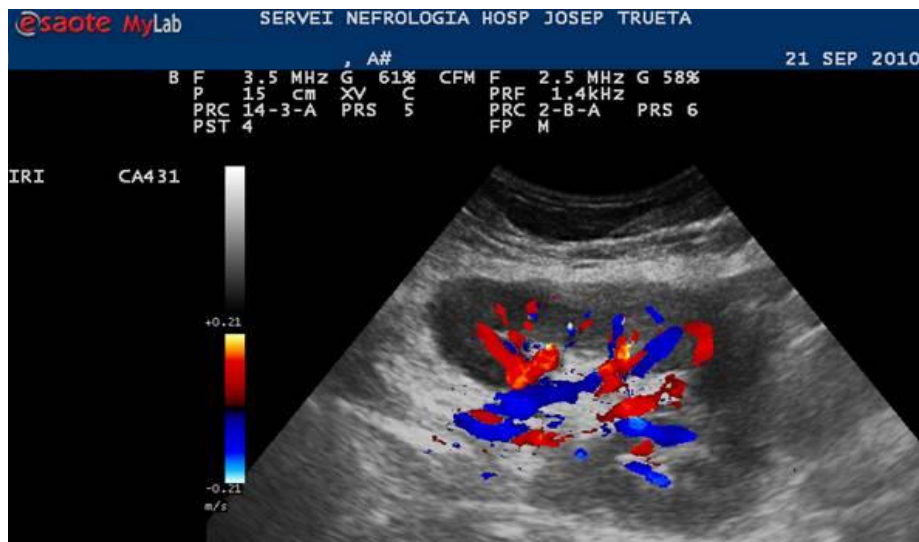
Doppler color renal
